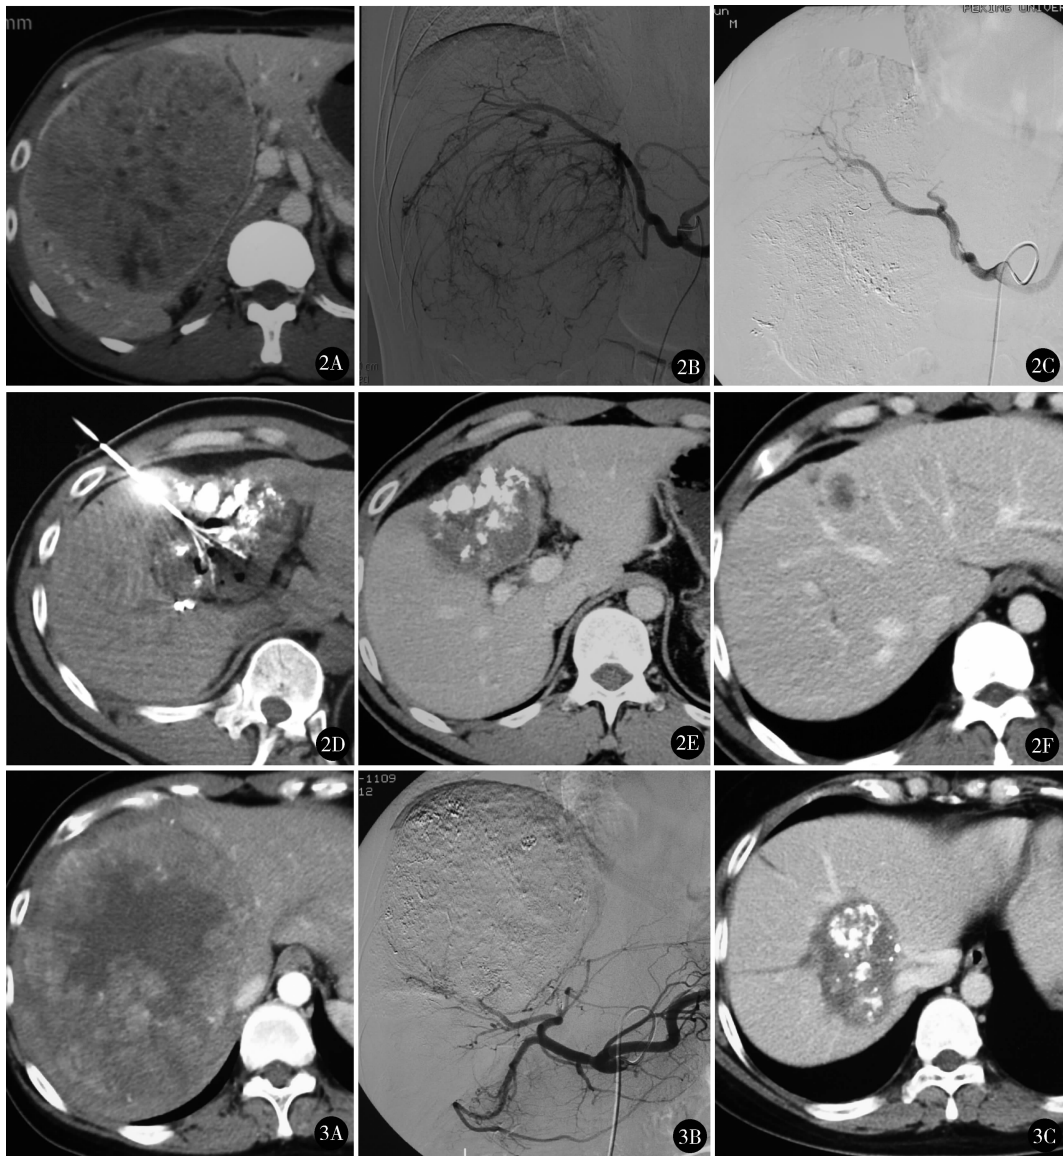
男,42 岁,治疗前 CT 示肝内巨大占位,肿块直径 13 cm (A);动脉造影可见肝内肿瘤血供丰富 (B);TACE 治疗后肿块血供未显影 (C);行末次 TACE、RFA 治疗时肝内肿块体积已明显缩小 (D);随访 3 年增强 CT 提示初治病变完全灭活 (E);但肝内出现新发病灶,提示疾病 PD (F) 图 3 女,46 岁,治疗前 CT 提示肝内巨大占位,肿瘤直径 17 cm (A);TACE 治疗后肿瘤血供未显示 (B),经 2 次 TACE、RFA 治疗后 2 年,CT 提示病灶完全灭活 (C),肝内未出现新发病灶,疾病 CR
